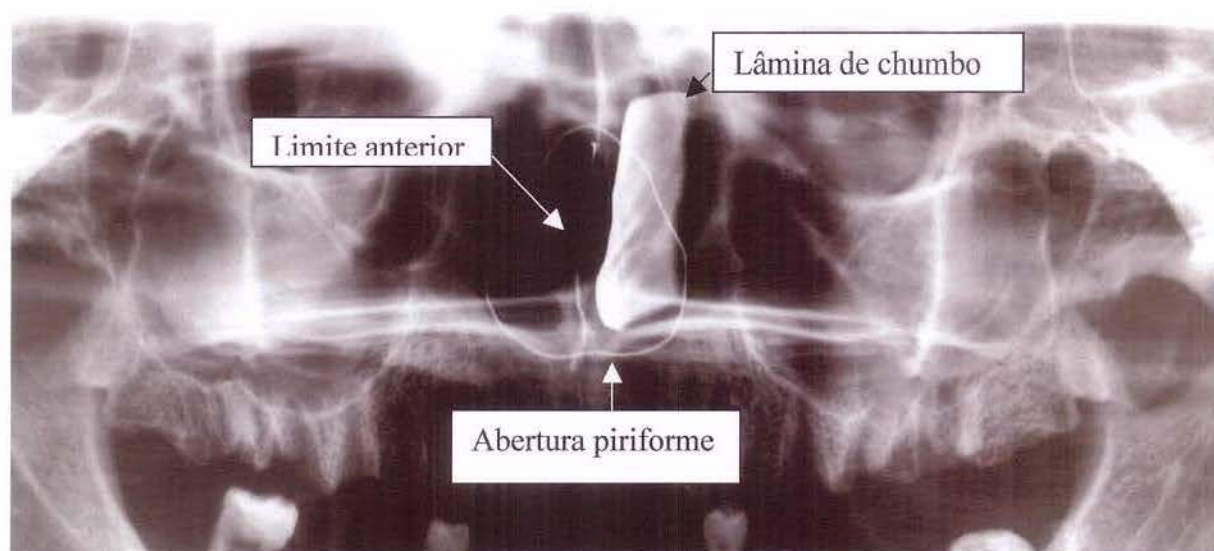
Imagem da radiografia panorâmica, delimitando o septo nasal ósseo 1 cm atrás do limite anterior.
